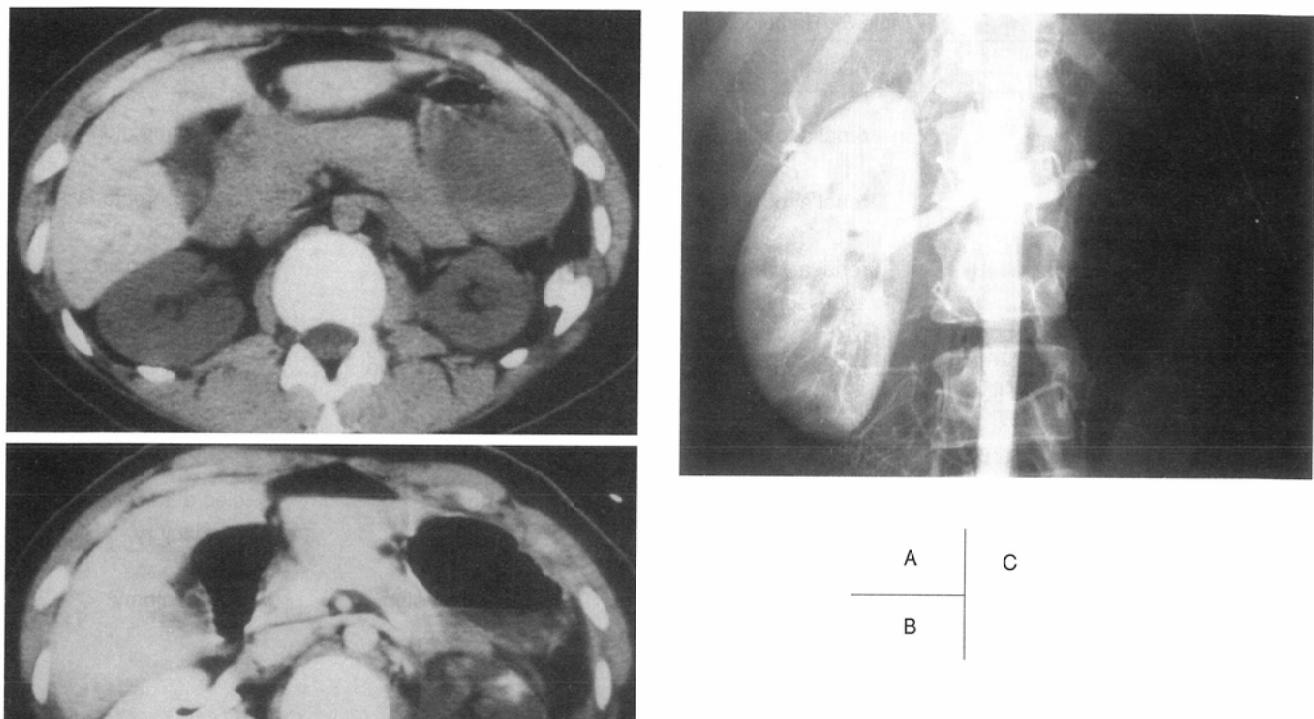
Renal artery occlusion (Case 1, IVa). A 27-year-old female with motor vehicle accident. Initial non-contrast CT (A) shows normal kidneys bilaterally. Contrast CT (B) approximately 7 hours after initial examination shows no perfusion of the contrast media. Following angiogram confirms total occlusion of the left renal artery (C).
